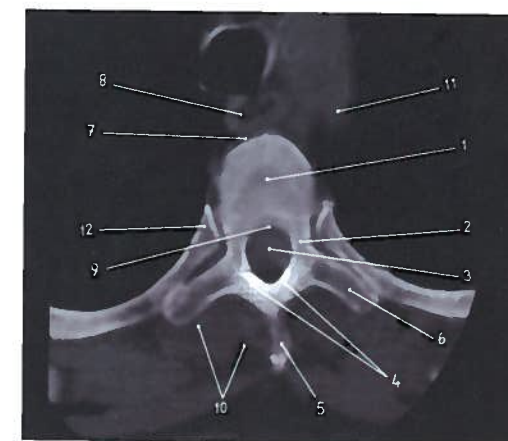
Corte axial de vértebra-tipo (torácica) em TC
